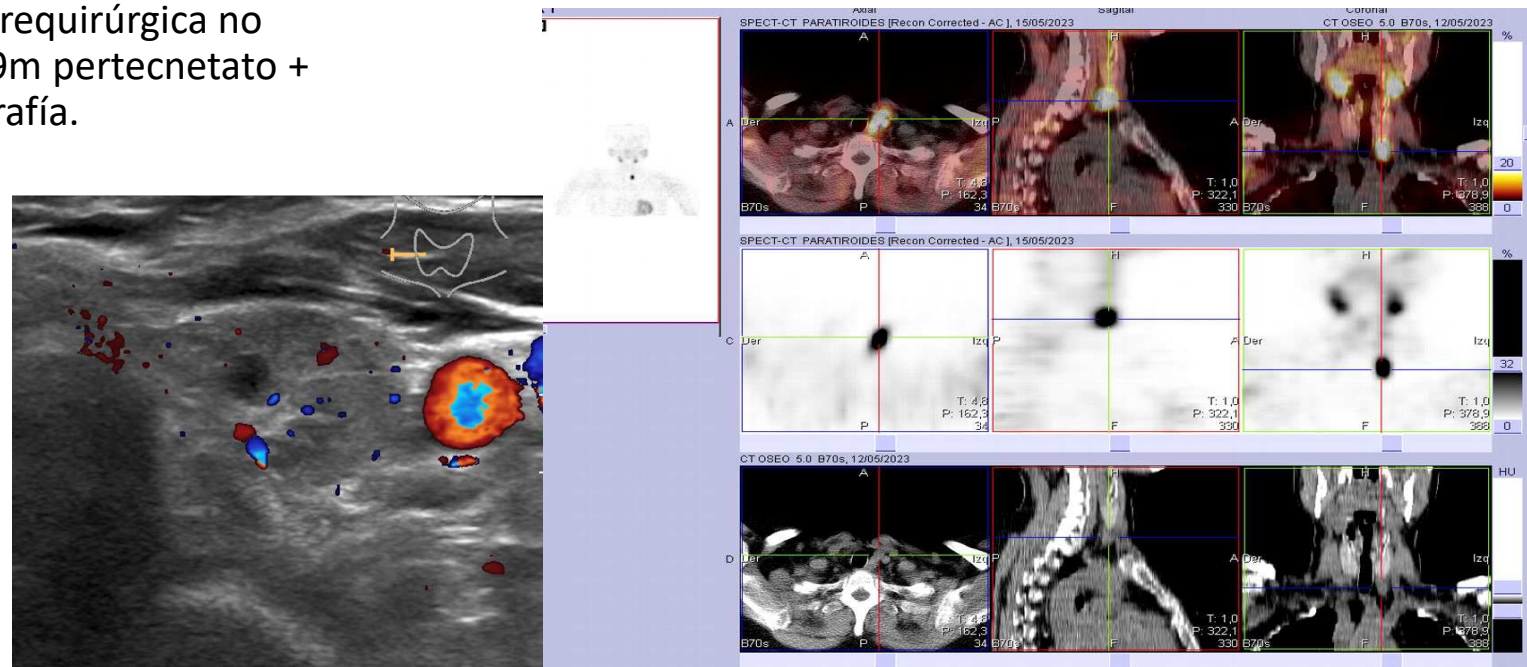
Mismo paciente que en fig.5. Se confirman hallazgos en gammagrafía y SPECT con sestamibi
